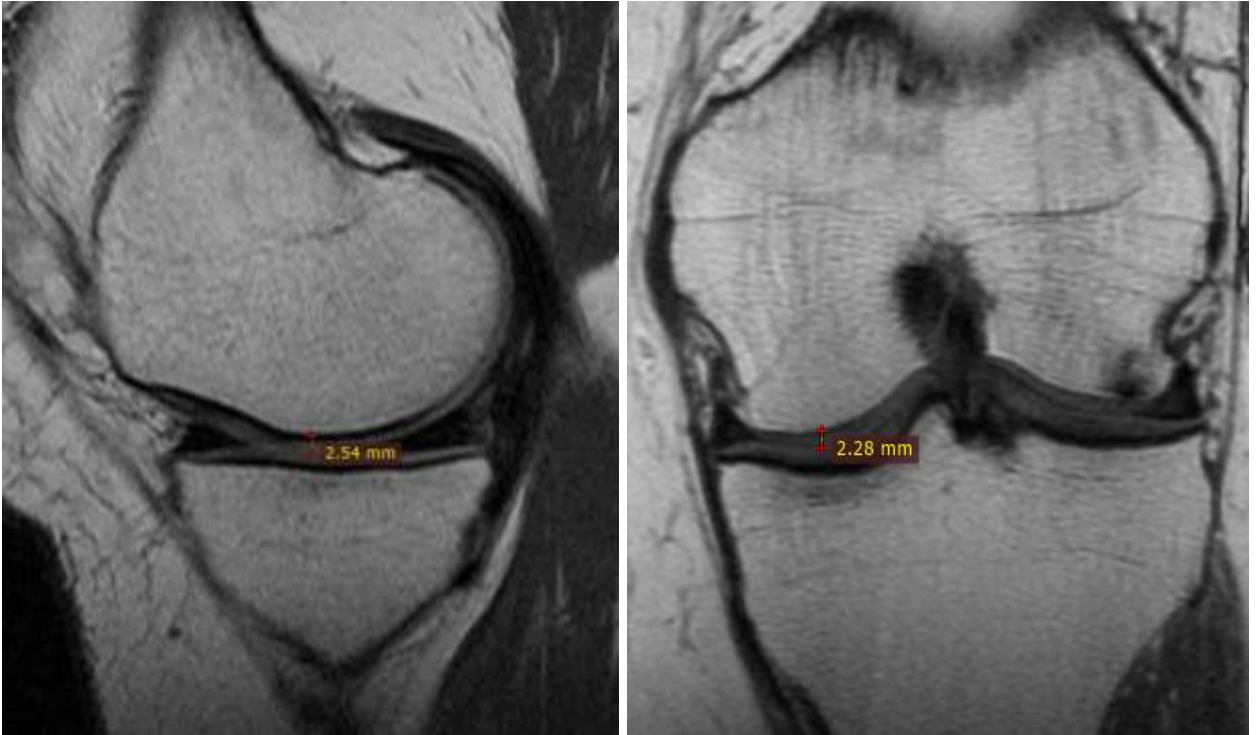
МРТ хворої З., фронтальний та сагітальний зрізи після лікування.
